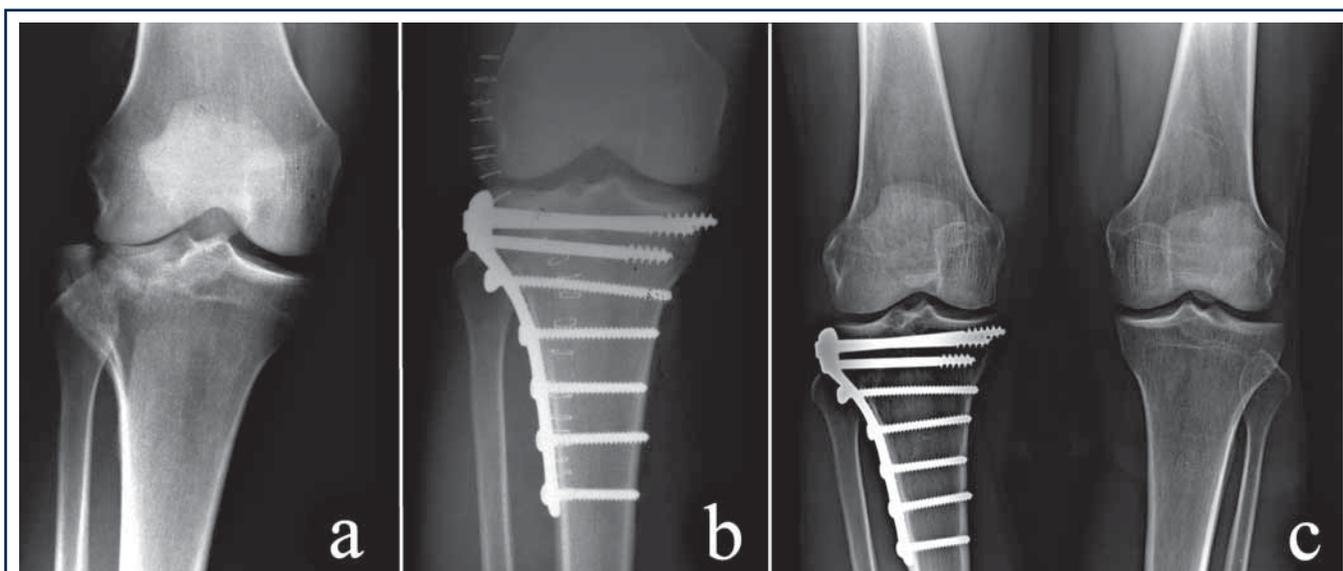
A: Frattura tipo II secondo Schatzker ginocchio destro (R.F., 53 anni). B: Quadro radiografico dopo osteosintesi con placca e viti. C: Alterazioni degenerative articolari di I grado e lieve deviazione in varismo rispetto all'arto controlaterale a 12 anni dall'intervento.
